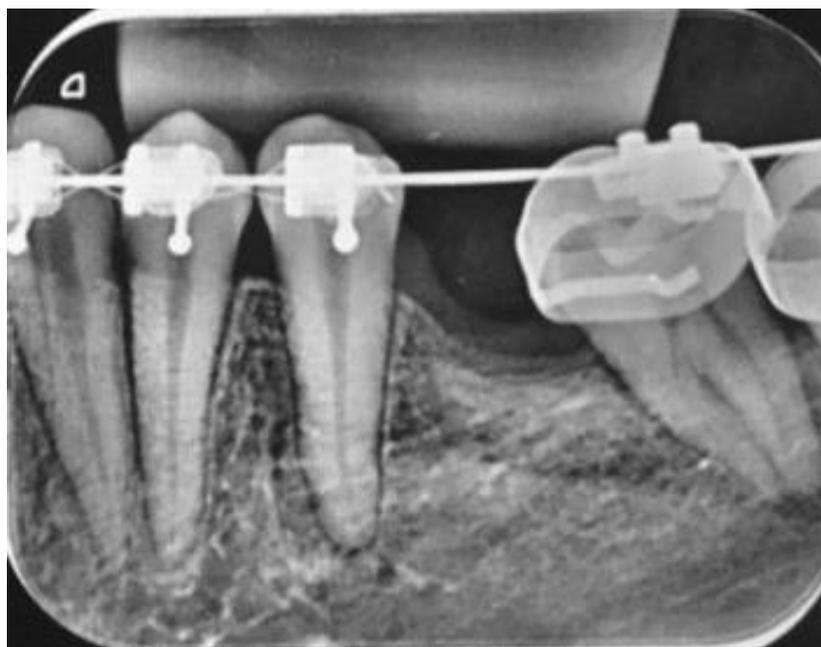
10. Periapical Inicial antes de la realización de la Flexicortictomia
